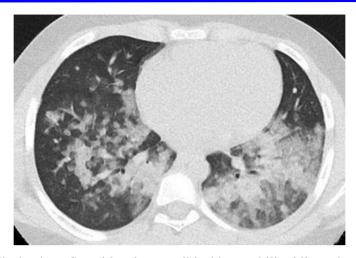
Tomografía de tórax. Se evidencia consolidación parahiliar bilateral asociado a múltiples opacidades parcheadas periféricas en vidrio esmerilado a predominio del lado izquierdo.
